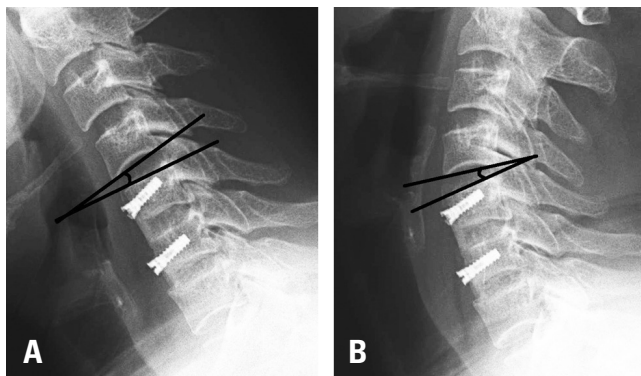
The Cobb angle between the inferior endplate of the superior adjacent vertebra and the superior endplate of the inferior adjacent vertebra was measured. Adjacent segment range of motion was calculated by the difference of the Cobb angles between cervical lateral full flexion (A) and extension (B) radiographs.
